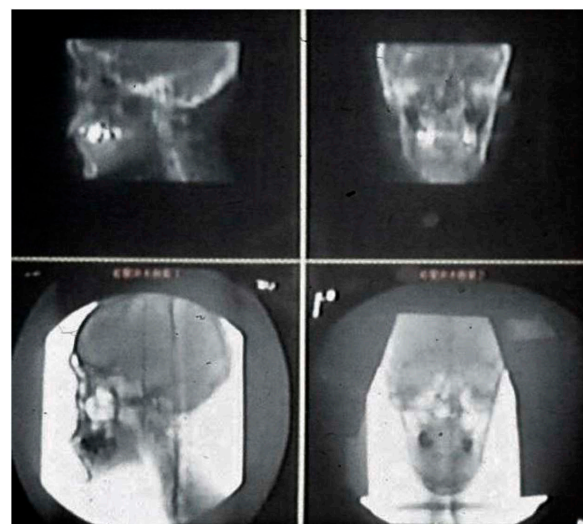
AP and lateral views of DRRs (upper panels) and X-ray TV images (lower panels) displayed on positioning console of HIMAC treatment room
